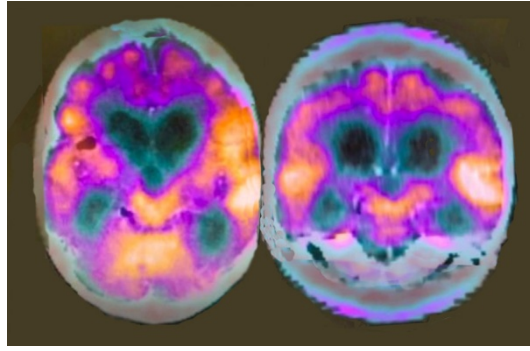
^{18}F -ФДГ ПЭТ пациентки Л. через 11 месяцев после остановки кровообращения
